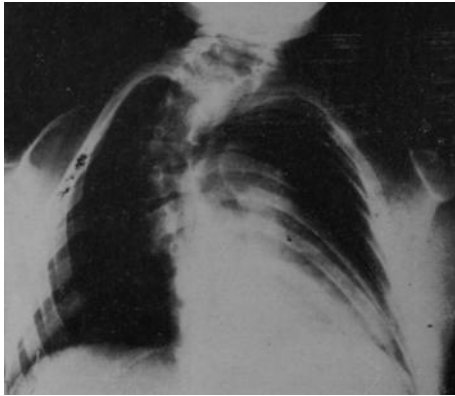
Radiografía anteroposterior de tórax, que muestra la agenesia completa de la clavícula derecha y parcial de la izquierda, con persistencia de un fragmento lateral.
